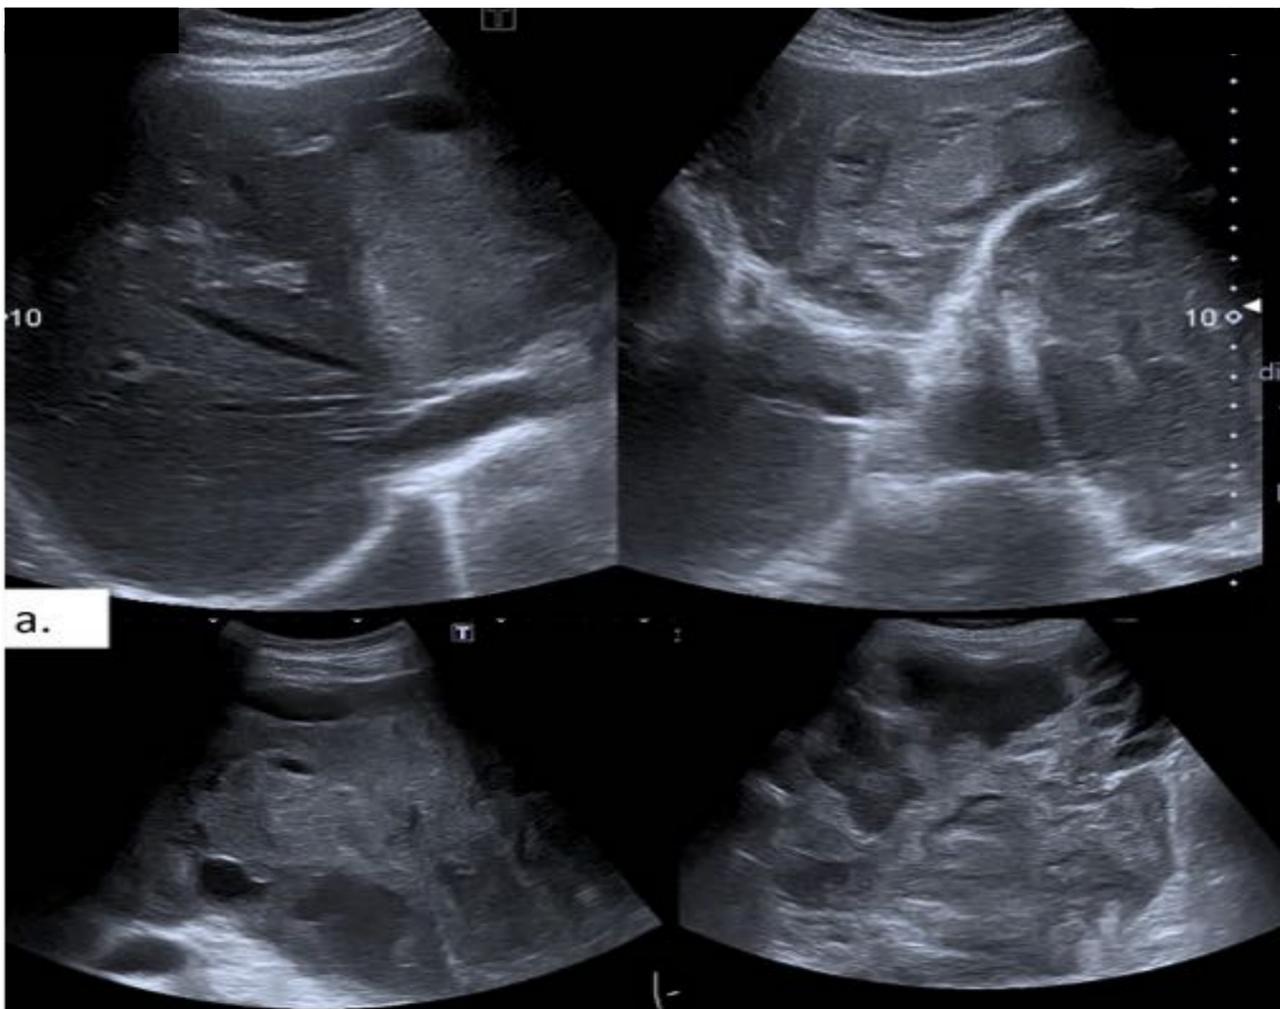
a. Ecografía en la que se identifica gran tumoración heterogénea con áreas hipo e hiperecogénicas que se extiende por todo el hemiabdomen izquierdo contactando e infiltrando el lóbulo hepático izquierdo, no identificando adecuadamente la cámara gástrica. Hallazgos compatibles con GIST gástrico.
